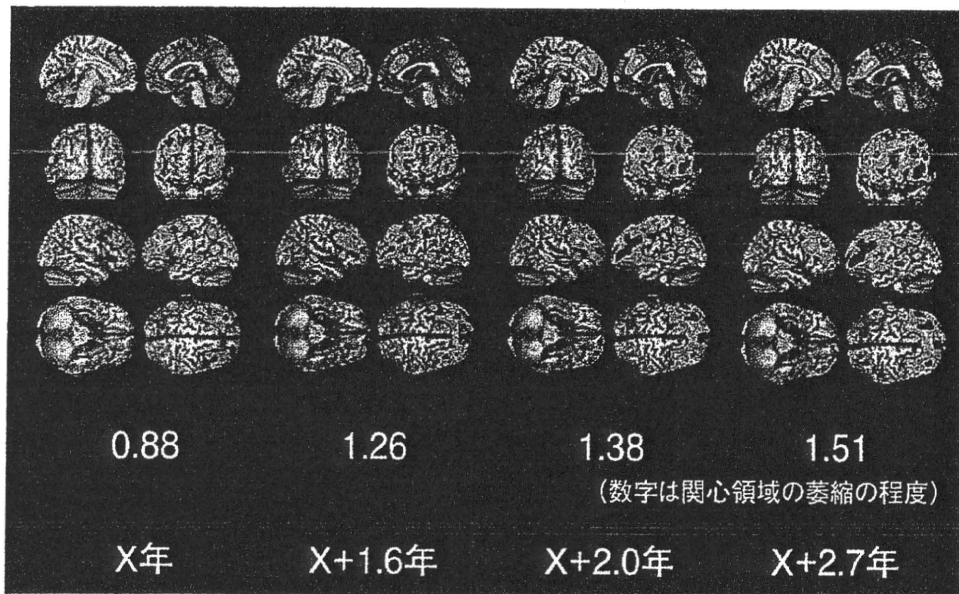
症例4のMRIデータのVSRAD plusによる解析
